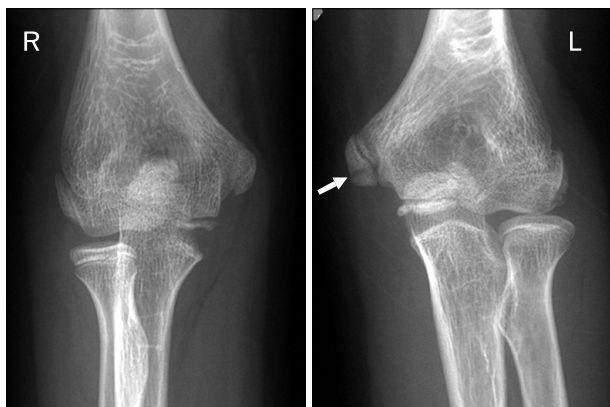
Anteroposterior radiographs of the both elbow show evidence of an avulsion fracture (white arrow) of the inferior portion of the left medial epicondylar apophysis.
